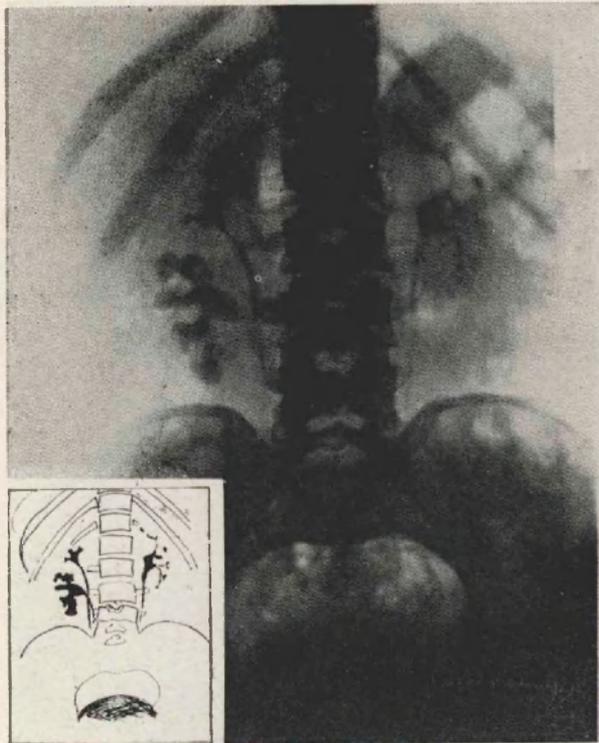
Urografía excretoria a los 5' (Uroselectan): En el lado derecho existe el desdoblamiento de las vías de excreción urinarias. Se observa que la pelvis superior es mucho más pequeña que la inferior, hallándose en esta última la imagen comprobada en la radiografía simple. El uréter superior cruza al inferior al nivel del borde inferior de la L III. El lado izquierdo revela una buena eliminación sin caracteres anormales de valor.
